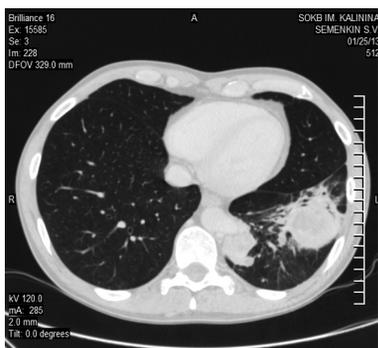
КТ легких: зоны легочной секвестрации в 8, 9, 10-м сегментах нижней доли левого легкого
